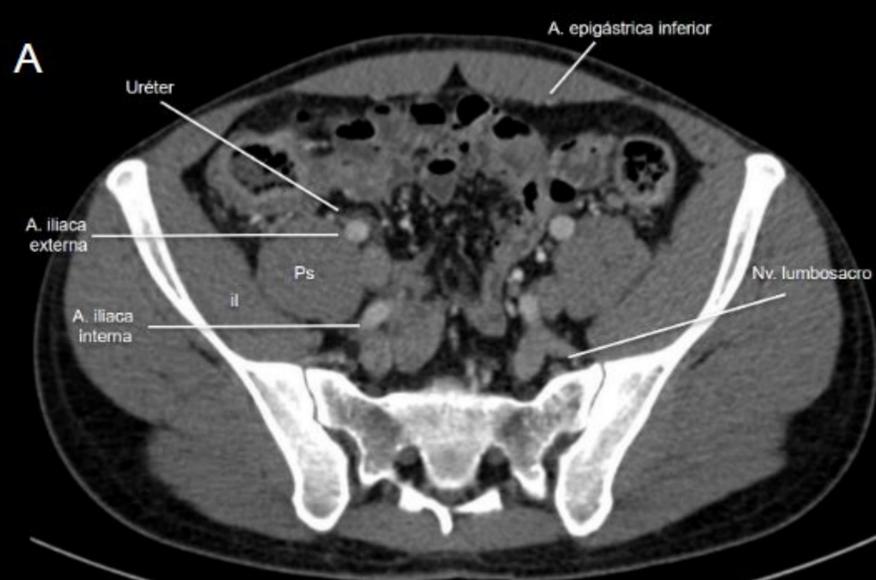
TC axial a nivel de pelvis superior (A), media (B), región cefálica (C) y caudal (D) del foramen ciático mayor, muestran las principales estructuras musculares y vasculo-nerviosas de la pelvis. Las arterias ilíacas externas tienen un trayecto medial al músculo iliopsoas (A), y los vasos ilíacos internos y glúteos superiores discurren por el aspecto craneal del foramen ciático. Nótese que la porción craneal del plexo venoso periprostático se localiza medial al músculo obturador interno (D).
